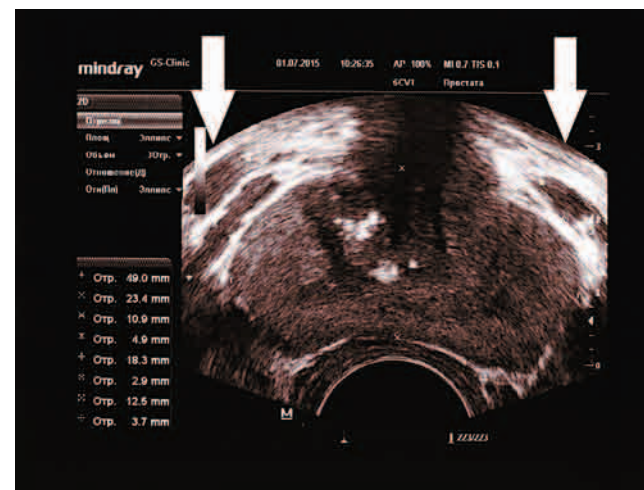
ТРУЗИ простаты у пациента К., 33 лет, с двусторонним варикоцеле 3 стадии. Объем простаты 22,3 см³. Максимальный диаметр вен слева 10,9 и 18,3 мм, справа 12,5 мм. Варикоз простаты 3 стадии или выраженный варикоз. Магистральный тип венозного сплетения. Хронический калькулезный простатит. Стрелками указано расширение вен простаты
